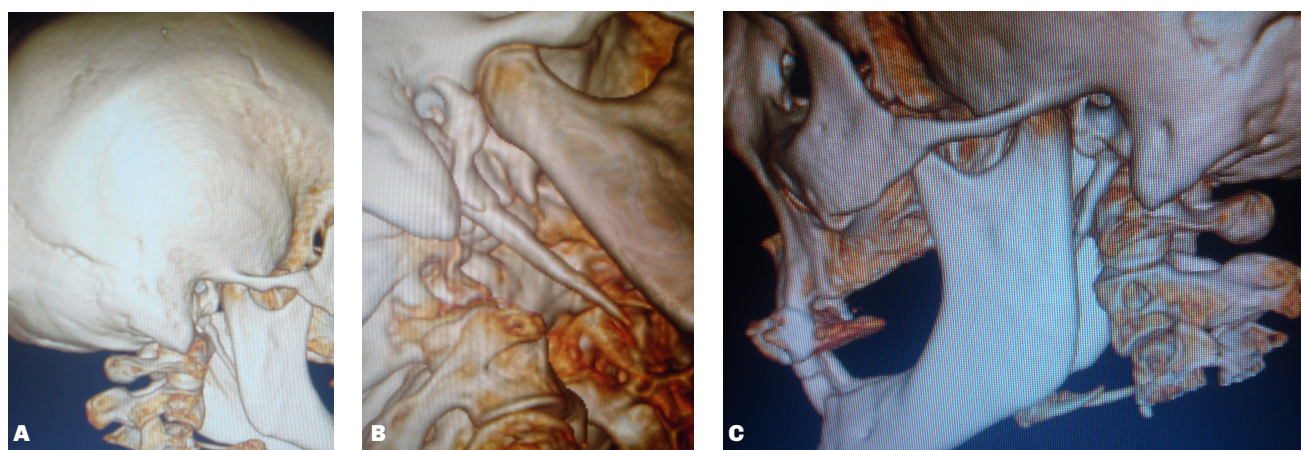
Tomografías computadas con reconstrucción 3D que permiten confirmar la presencia de elongación de la apófisis estiloides. A. Lado derecho. B. Amplificación del lado derecho en la cual se evidencia la elongación estiloides hacia la zona carotídea, en la zona posterior a la rama ascendente mandibular derecha. C. Lado izquierdo.
